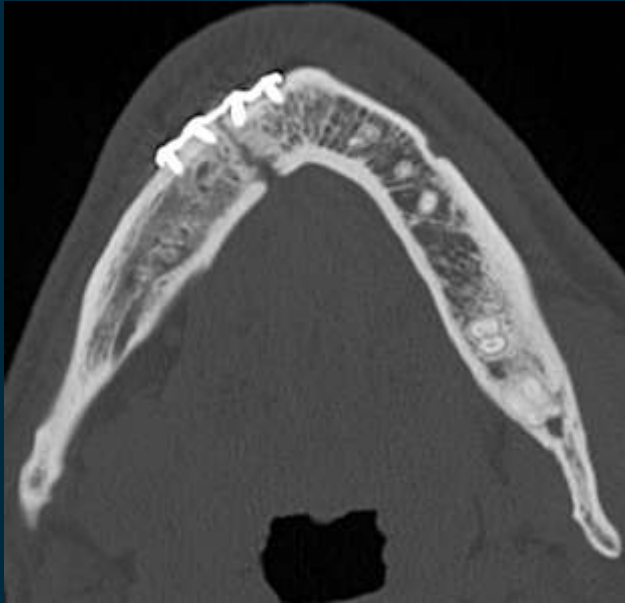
Imagen de TC en ventana hueso. Fractura no consolidada de mandíbula (pseudoartrosis), tratada con placa y tornillos.
